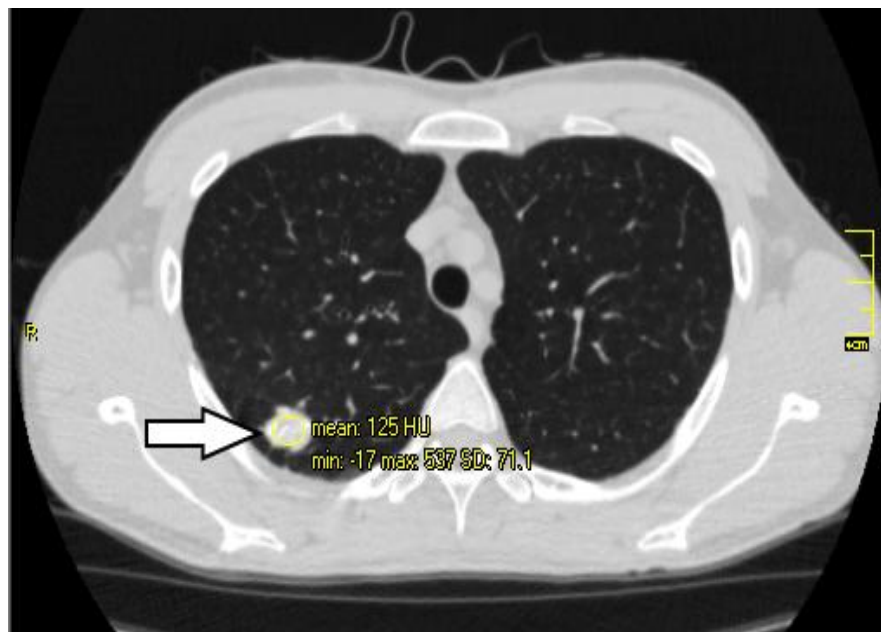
Аксіальні зрізи КТ хворого Б. з діагнозом ВДТБ верхньої долі правої легені (туберкульома) з вказаними денситометричними показниками.
